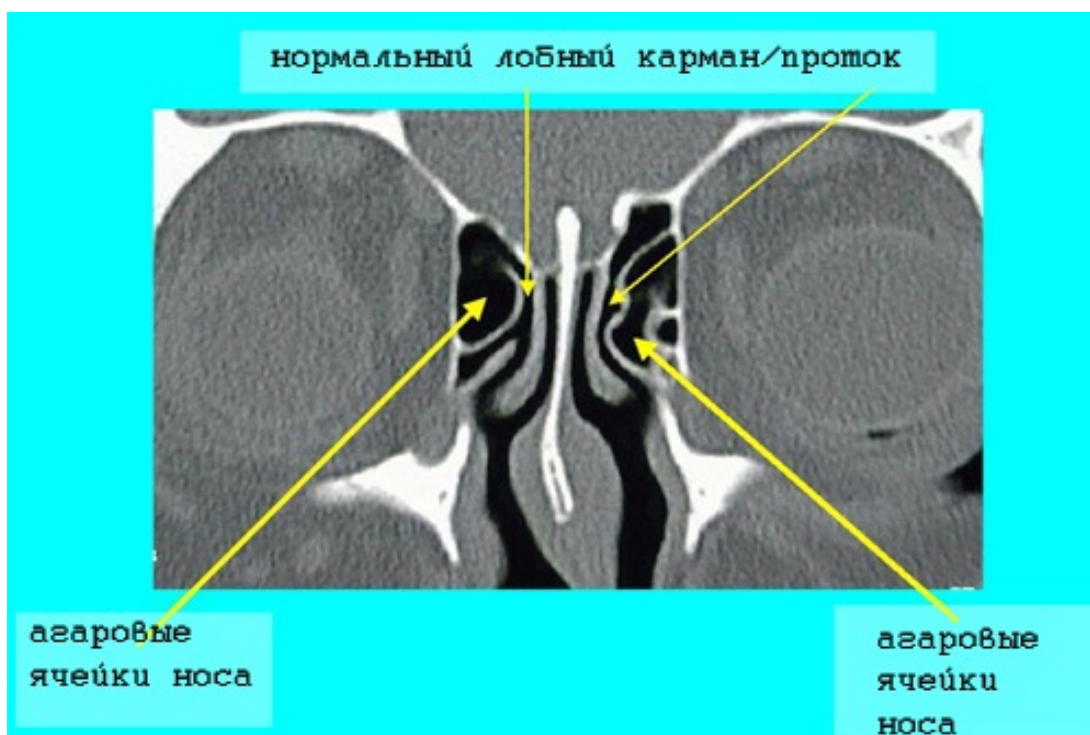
КТ полости носа. Нормальный лобный карман/проток. Лобная пазуха открывается в средний носовой ход сразу латерально от передней части средней носовой раковины. Самые передние решетчатые ячейки называются «агаровые ячейки носа».
